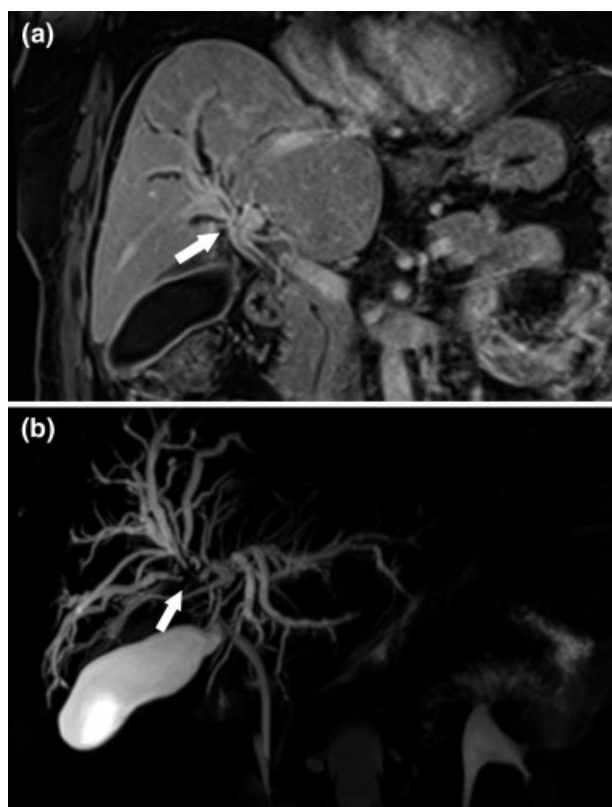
CC periductal Bismuth - Carlette Tipo IV. (a) Imagen coronal de RM en secuencia potenciada en T1 con supresión de la grasa post inyección de gadolino, donde se observa lesión infiltrativa en el conducto hepático común y los conductos hepáticos derecho e izquierdo, evidenciándose el realce parietal post contraste endovenoso (flecha) e imagen de CPRM MIP 3D (b), donde se aprecia la interrupción abrupta de la vía biliar a nivel del conducto hepático común, además de la dilatación de las vías biliares intrahepáticas.
